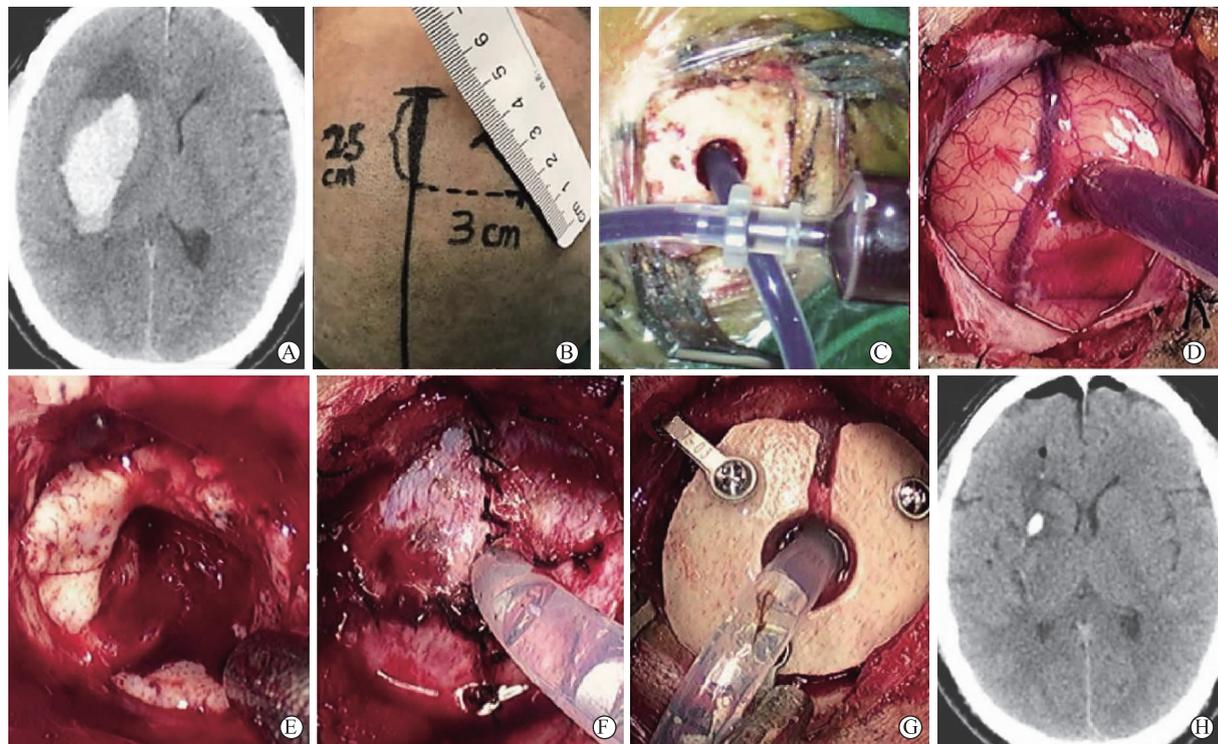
“二合一”手术方式的具体步骤 A为术前电子计算机X线断层扫描(Computed tomography,CT)提示右侧基底节出血,中线结构左移;B为4厘米直线头皮切口,中心点距际线2.5厘米,矢状线3厘米;C为颅骨钻孔,穿刺血肿腔,并使用注射器通过引流管抽吸大约三分之一的血肿;D为铣刀形成了1个小骨瓣,“十”字切开硬脑膜;E为神经内镜直视下清除残余血肿;F为清除血肿后血肿腔内置入引流管,缝合硬脑膜;G为还纳骨瓣并固定;H为术后CT证实血肿清除效果理想
